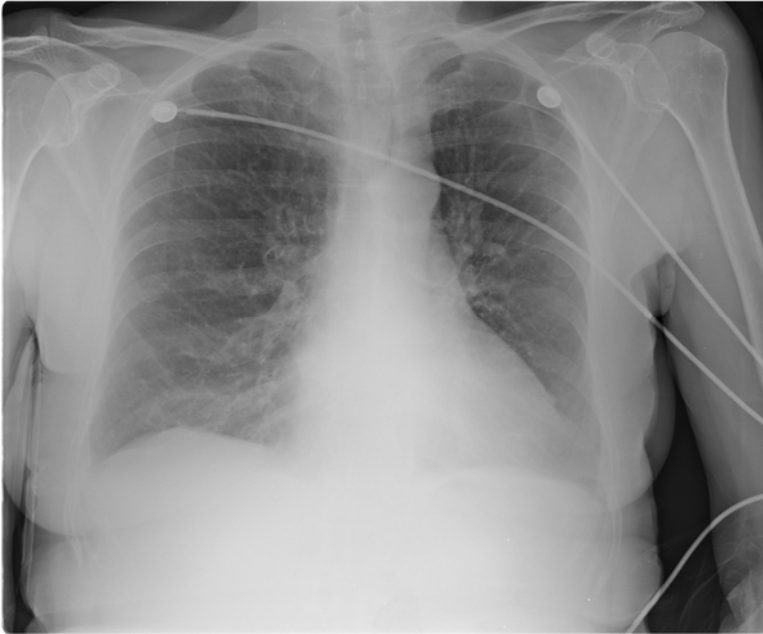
Radiografia del torace che mostra un diffuso rinforzo del disegno peribroncovasale e i segni di un'iniziale atelectasia lobare superiore sinistra: riduzione del volume polmonare sinistro, addensamento apico-paratracheale omolaterale a netta delimitazione con trazione delle strutture perilari verso l'alto
